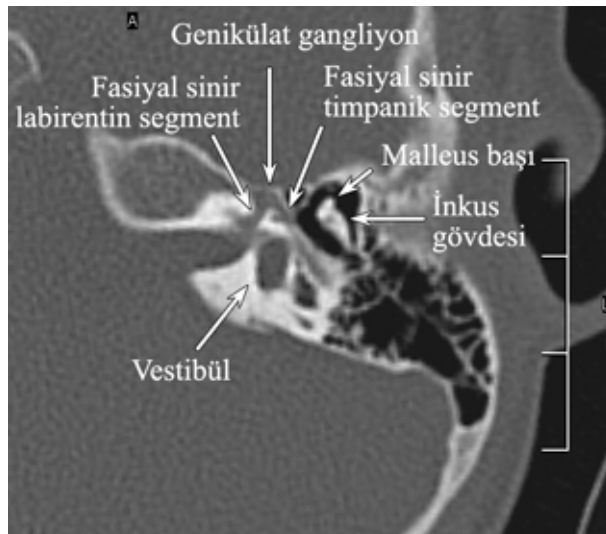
Temporal kemiğin vestibüler akuadukt seviyesinden geçen aksiyel BT kesiti.
